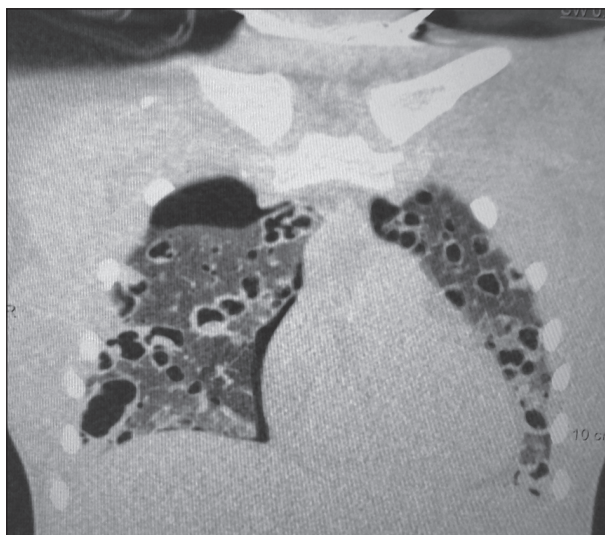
КТ-исследование № 1. В обоих легких определяются множественные полости распада на фоне «матового стекла» и участков консолидации в кортикальных отделах легких. В плевральных полостях имеется газ, появившийся, по-видимому, в результате разрыва стенок полостей
